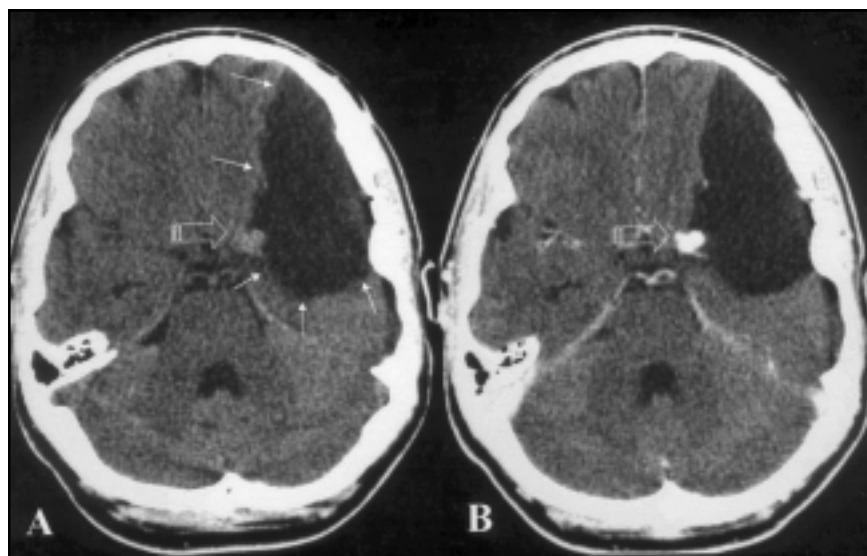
A) TC sem contraste: cisto de aracnóide da fissura silviana (setas finas) e imagem hiperdensa globular na base do cisto (seta larga) B) TC com contraste: realce homogêneo evidenciando aneurisma na base do cisto. Em ambos, não há sinais de hemorragia subaracnoidea ou intracística.
